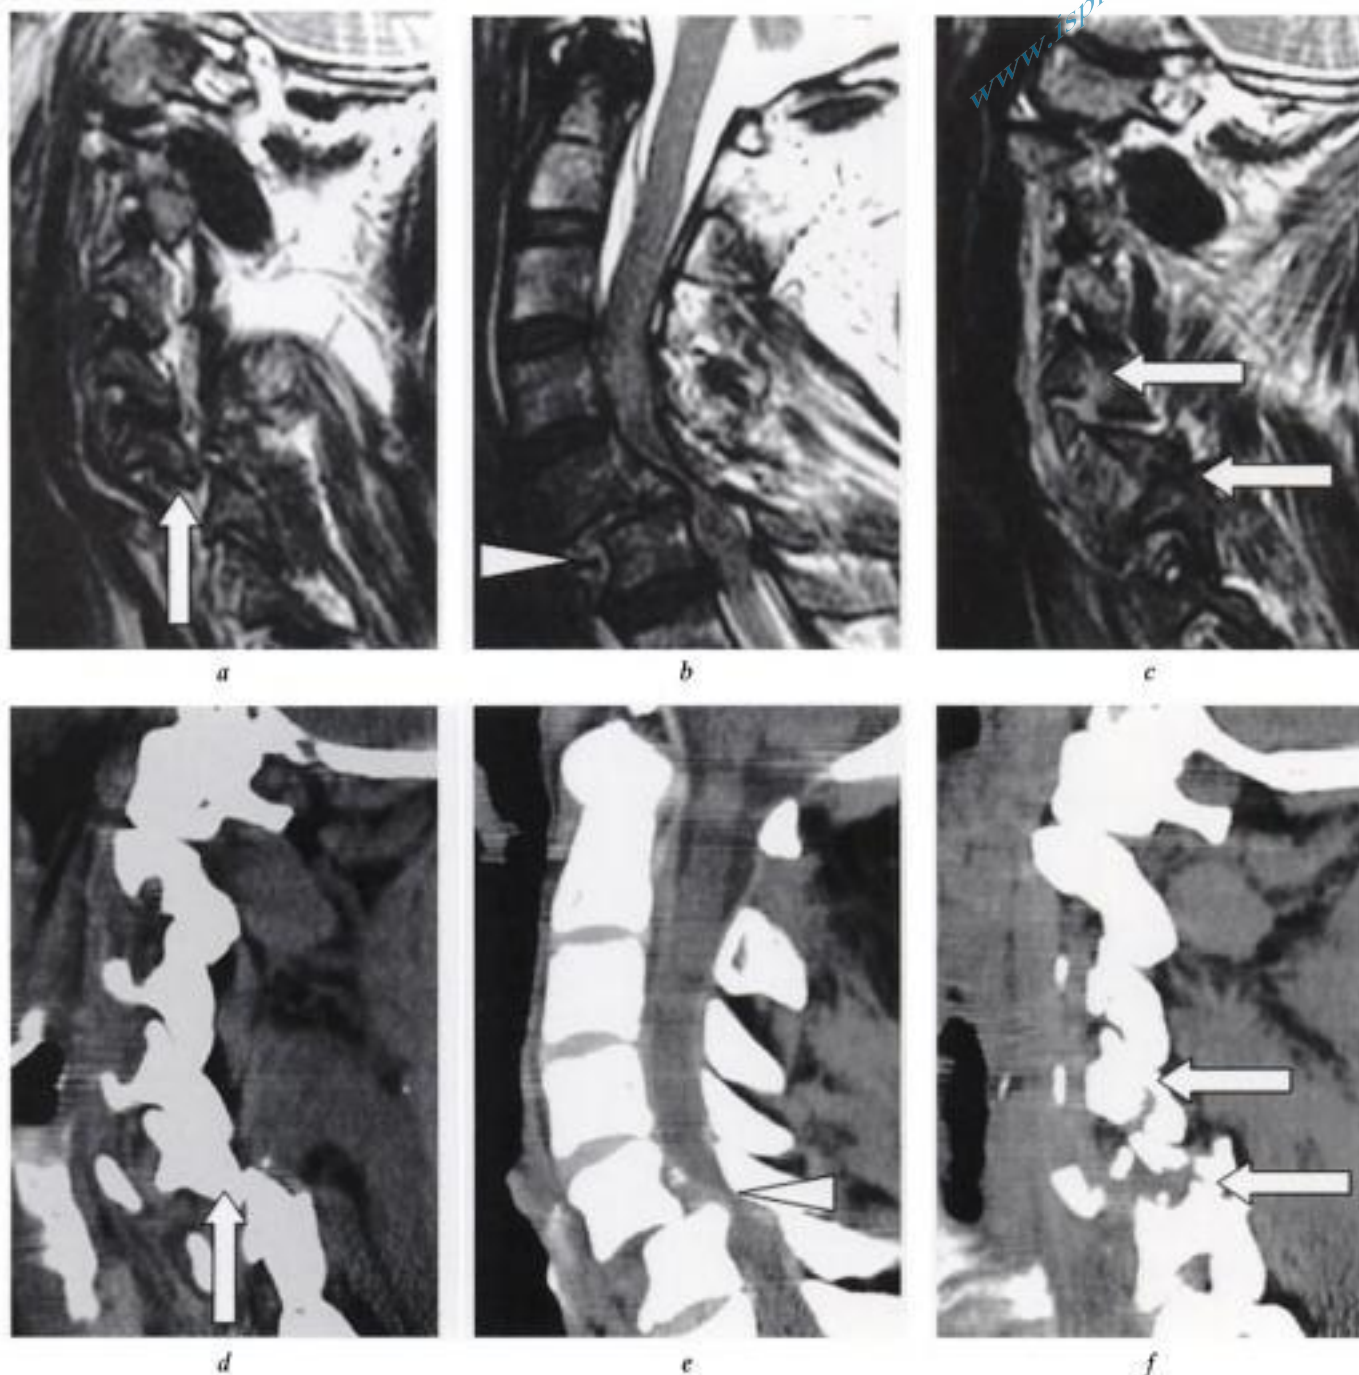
Fracture-luxation C5-C6, corrélation IRM – TDM.
